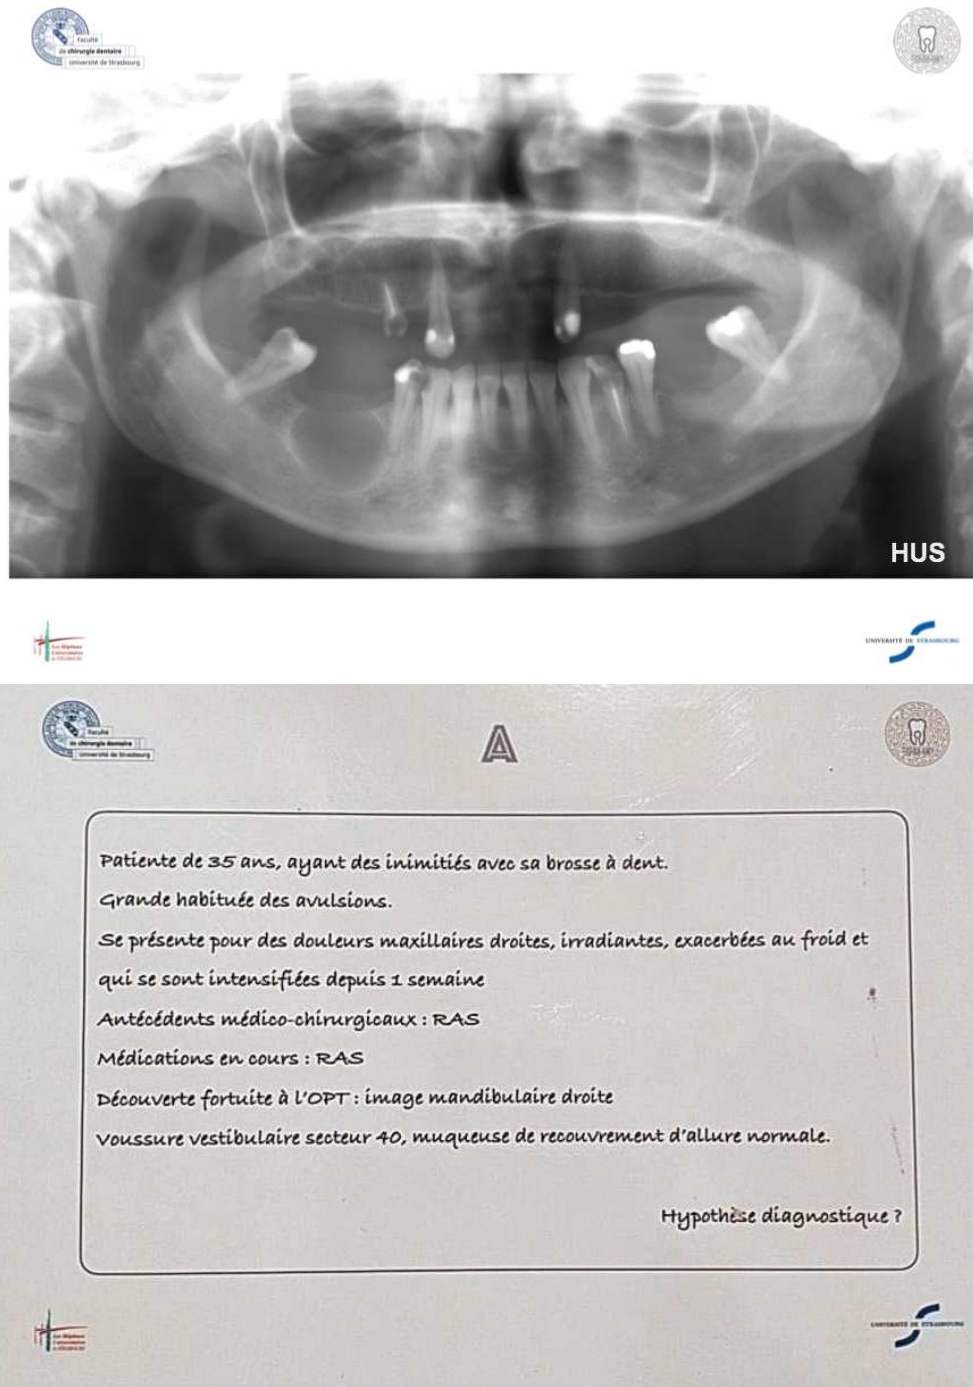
radiographie et description clinique de la lésion à diagnostiquer
